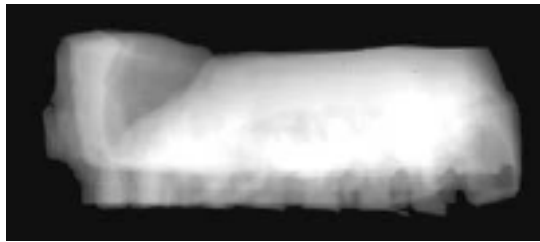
Radiografías de la impresión de arcada superior(AJODO).¹⁶
